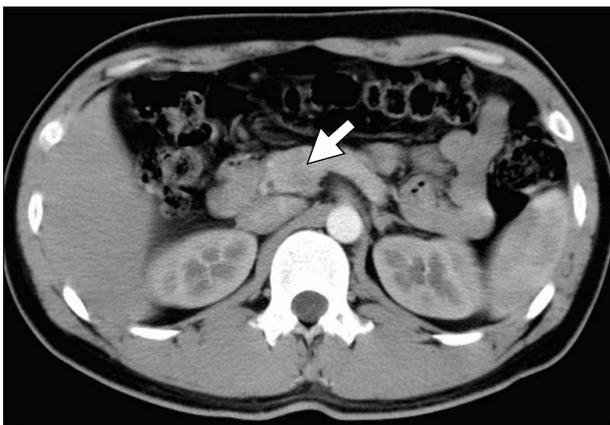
Abdominal CT shows 2cm sized low attenuated mass in pancreatic head (arrow).
